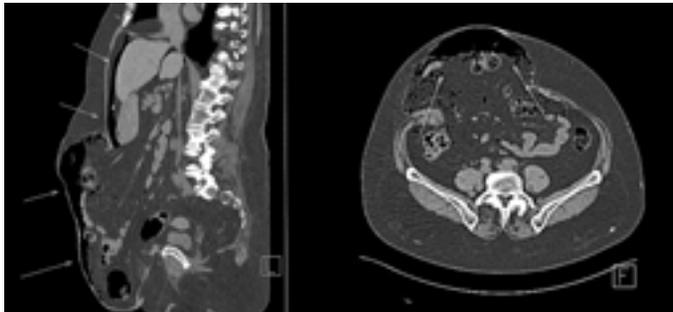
а, 4 б. МСКТ на фоне проводимого предоперационного пневмоперитонеума Стрелками указан свободный газ в брюшной полости
